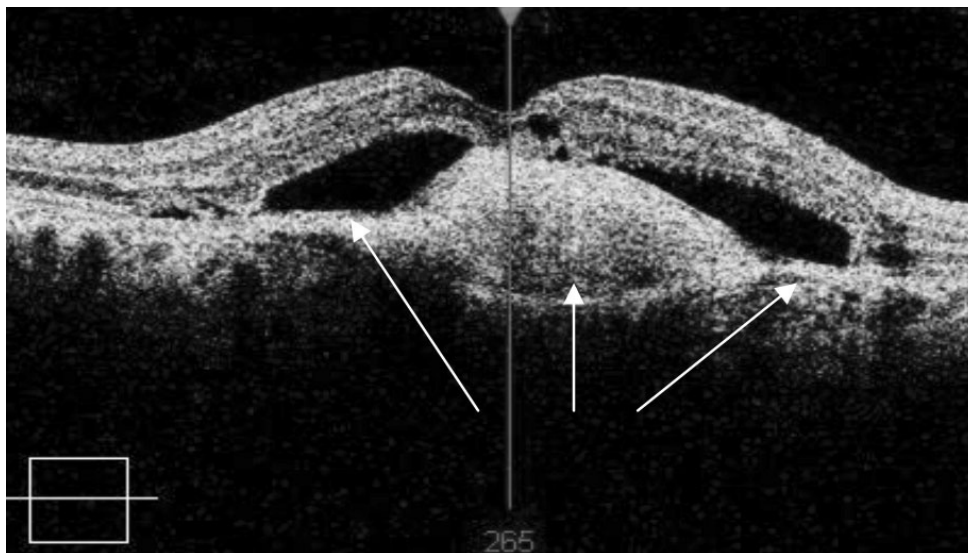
Оптическая когерентная томограмма макулы правого глаза пациента с грубым субретинальным фиброзом. Определяется массивный оптически плотный очаг, спаянный со слоем хориокапилляров – фиброзно-измененная субретинальная неоваскулярная мембрана. В центре рубца представляет собой плотное овальное образование толщиной 265 мкм. Видно, что фиброз распространяется далеко за пределы главного рубца и достигает границ отслоенной сетчатки. Пигментный эпителий разрушен и отсутствует. Нейрорепителлий приподнят за счет субретинальной неоваскулярной мембраны. Прозрачность слоя фоторецепторов резко снижена. Сетчатка отслоена по ширине до 2157 мкм. Толщина сетчатки в области фовеа 160 мкм, парафовеолярно 336 мкм. Интраклеточные кисты указывают на выраженность дегенеративного процесса в сетчатке.
